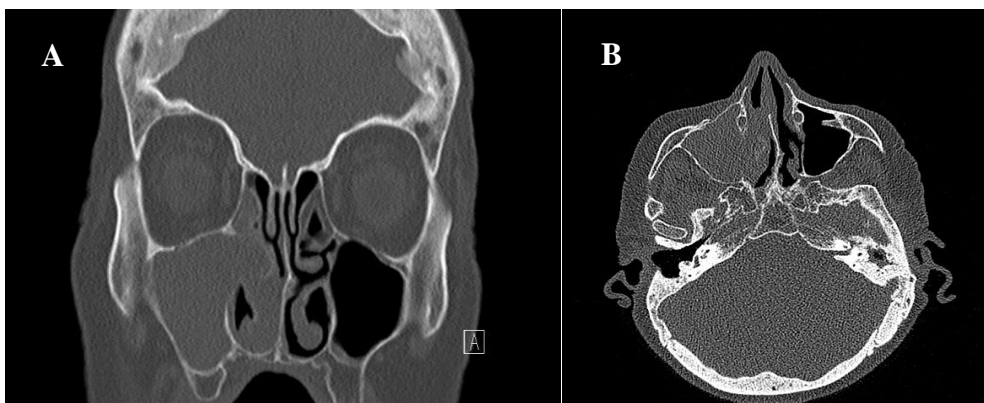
Computertomographie eines 35-jährigen Patienten mit einem invertierten Papillom der rechten Kieferhöhle mit Expansion in die Nasenhaupthöhle und Siebbeinzellen rechts (Krouse T3). A) Koronare Schicht. B) Axiale Schicht.
